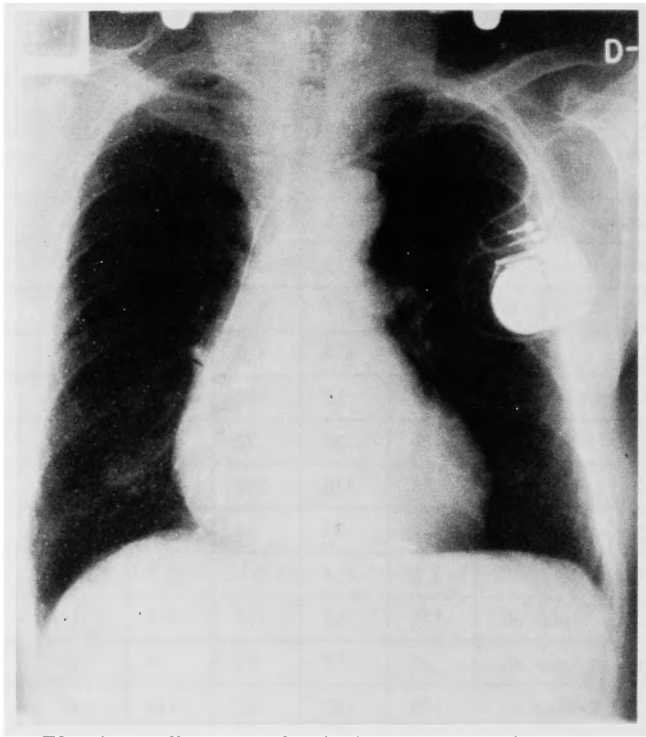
cardiac pacemaker is demonstrated in chest Xray
